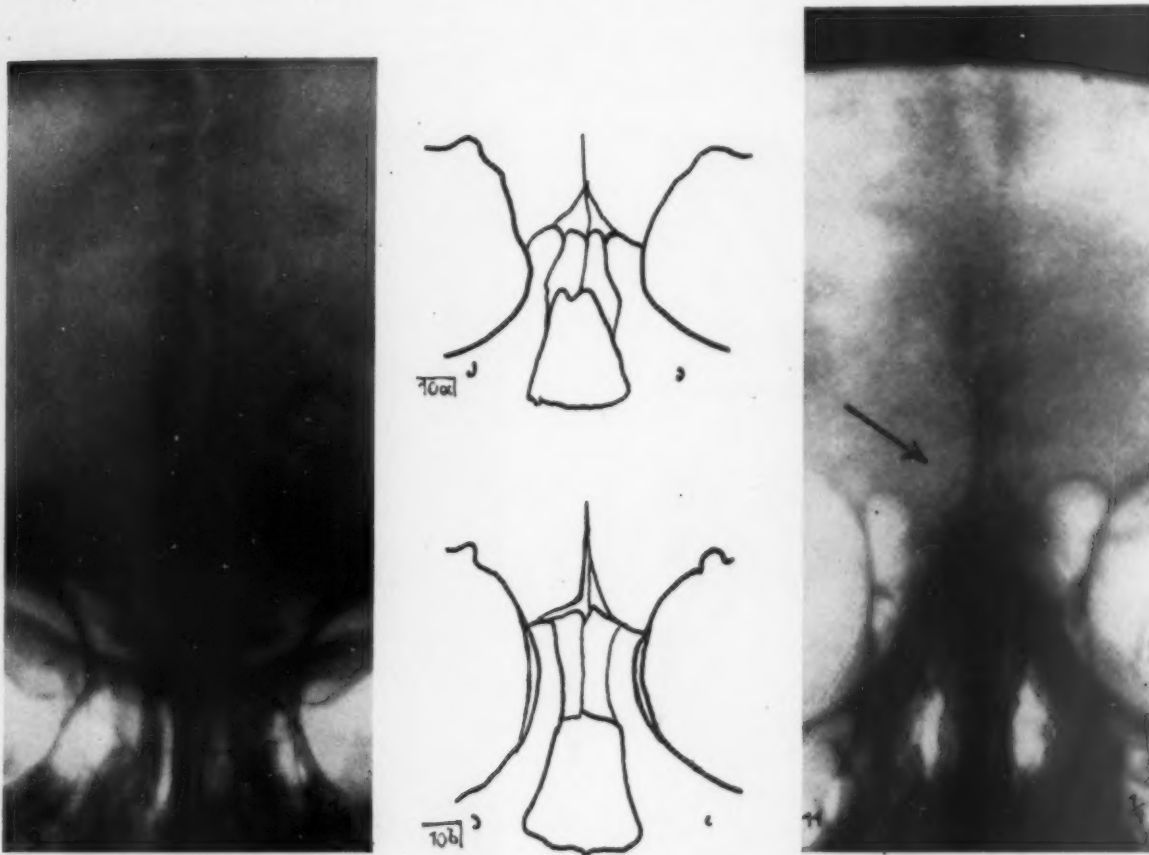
Röntgenbild. (32 Jahre, Stirnnaht, deutlich sichtbarer Internaspalt.)
